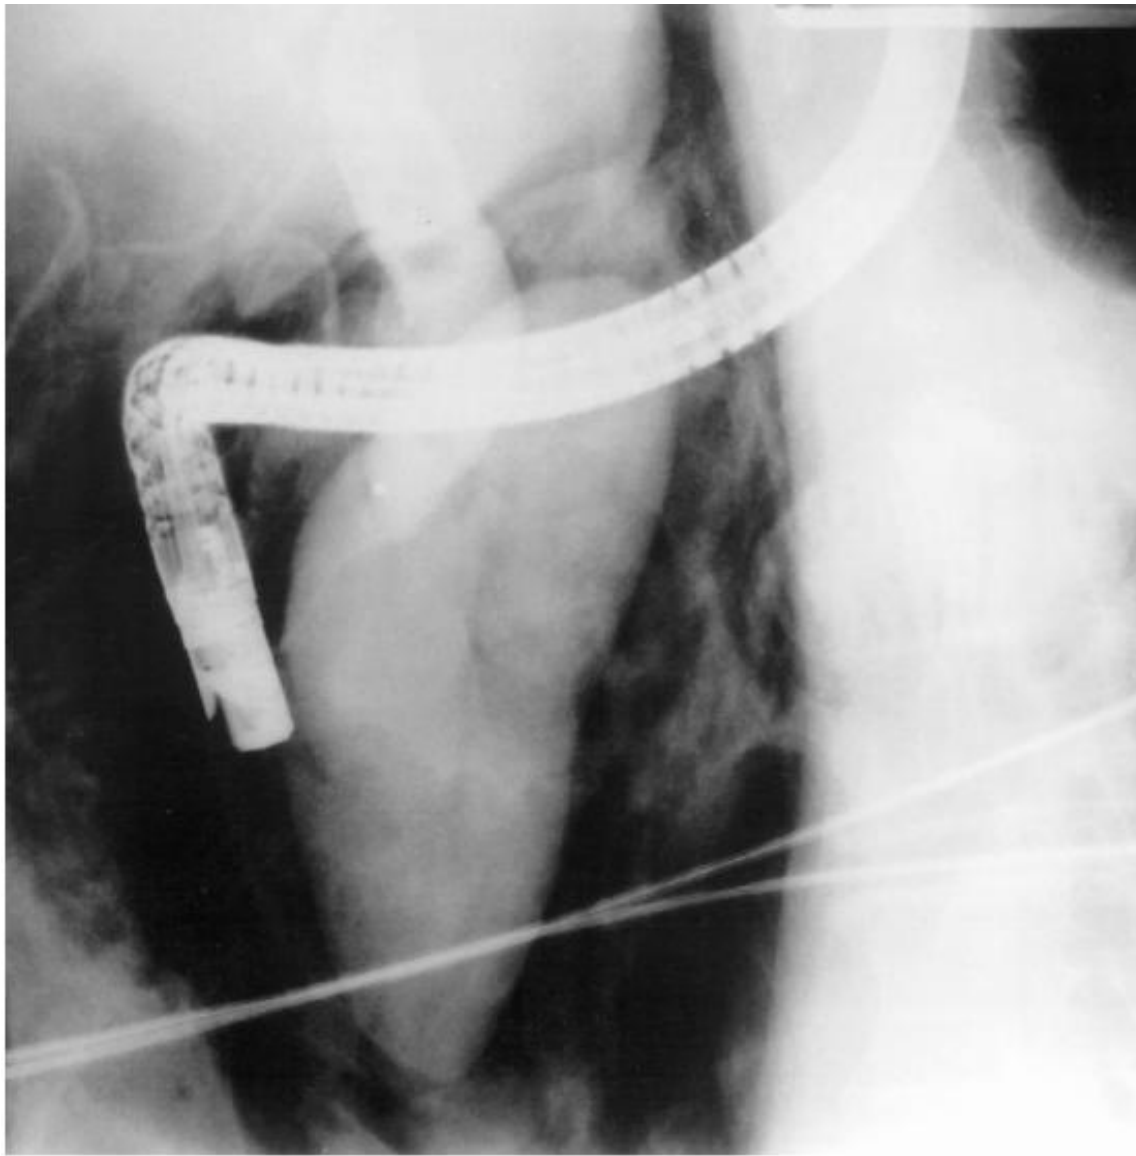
Plain film demonstrating a large leak (type D) after a duodenal perforation related to endoscopic retrograde cholangiopancreatography (patient 11).
